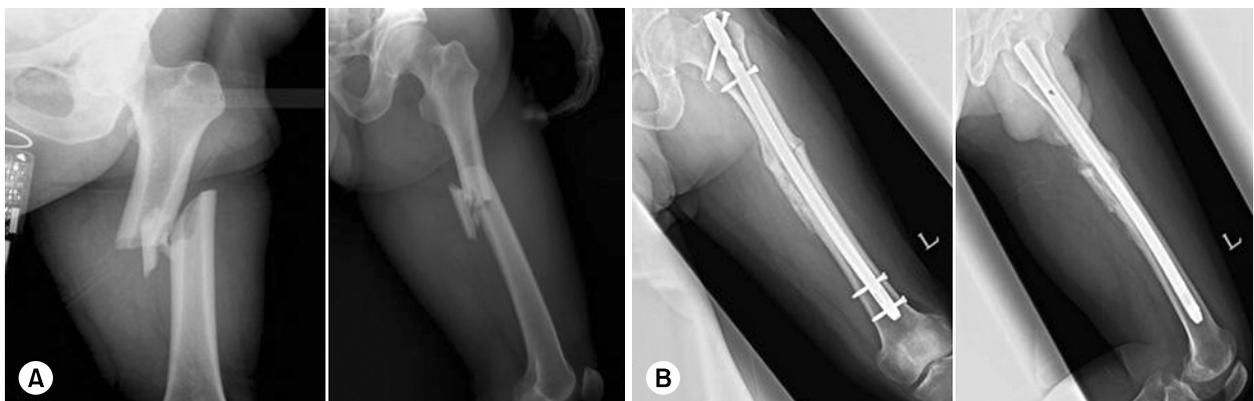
Applications of expert asian femoral nail. (A) Preoperative radiographs of a 51-year-old woman with a closed femoral shaft fracture after a motorcycle accident. (B) Postoperative radiographs at six months showing nearly complete union.
